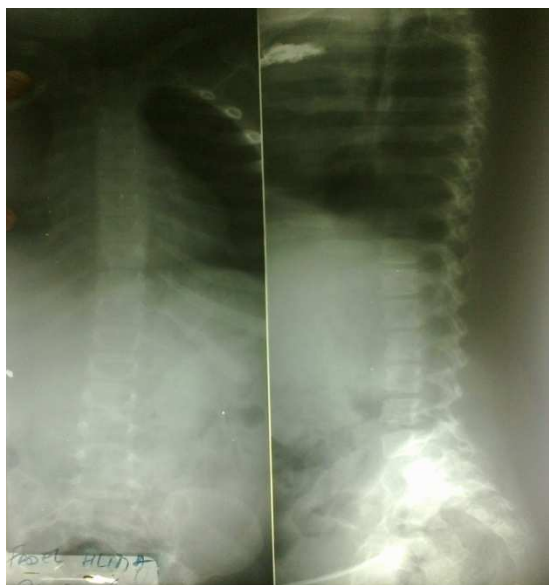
Radiographies du rachis dorsolombaire, face et profil, réalisées chez (H. F.) et objectivant une légère augmentation de l'hauteur des vertèbres lombaires.
